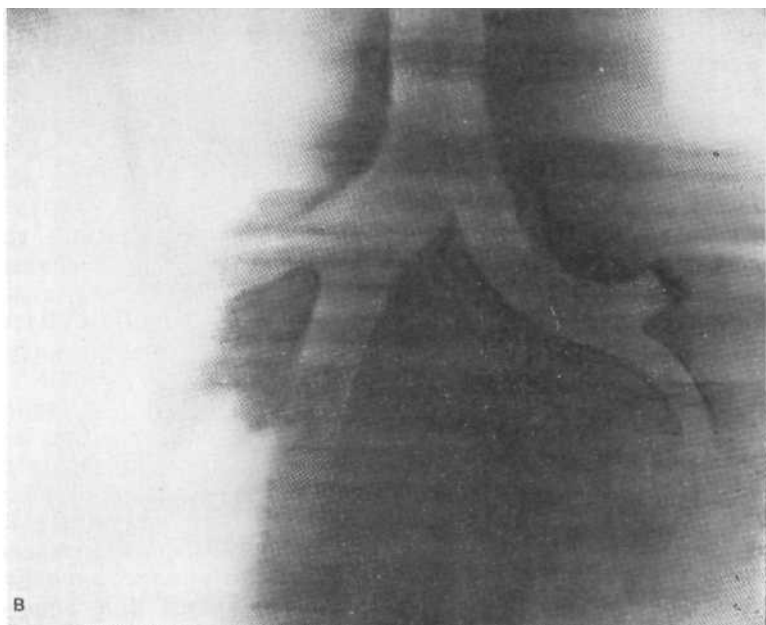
Продолжение. Прямая томограмма (в): в верхнедолевом бронхе — раковая опухоль, обусловившая на томограмме культю бронха; процесс в паренхиме легкого вторичный. Диагноз подтвержден при бронхоскопии и биопсии.
